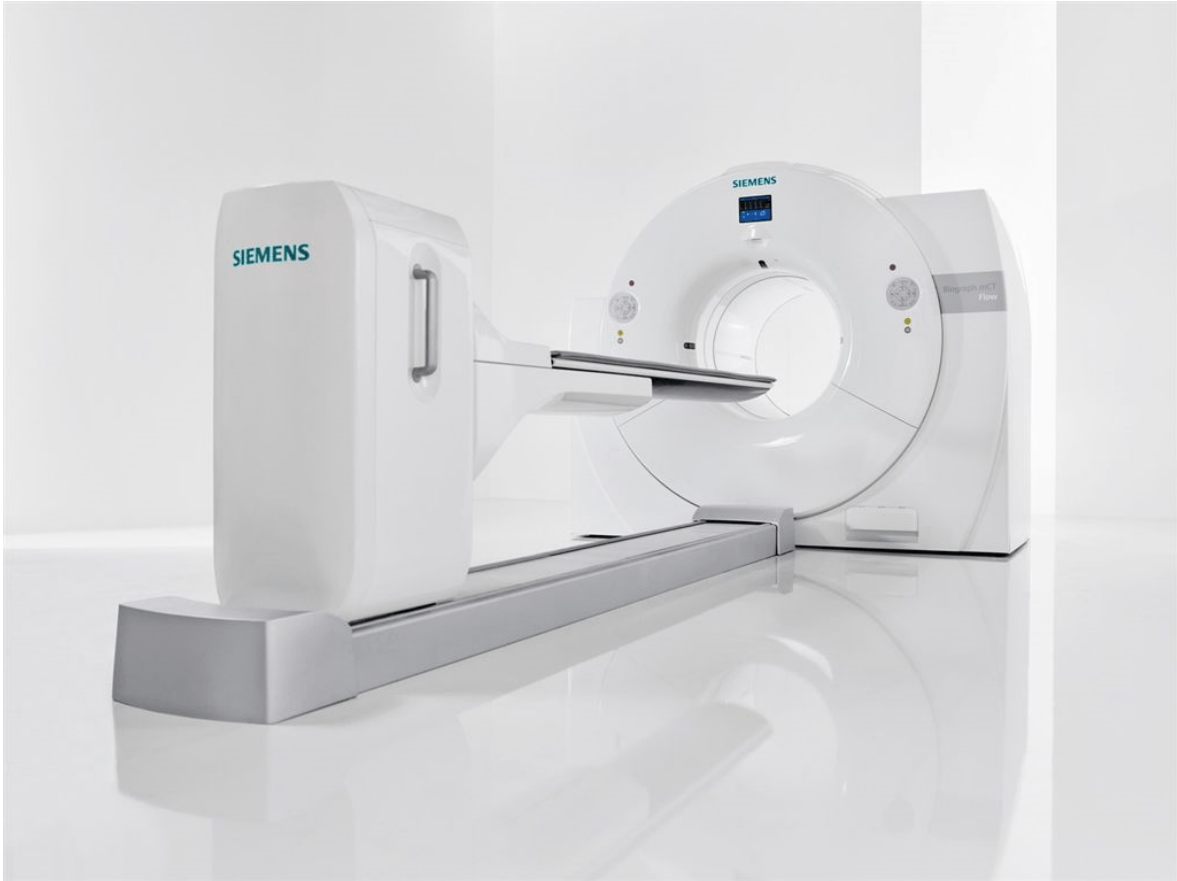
Scanner TEP/TDM de Siemens (Modèle Biograph mCT) [10]
